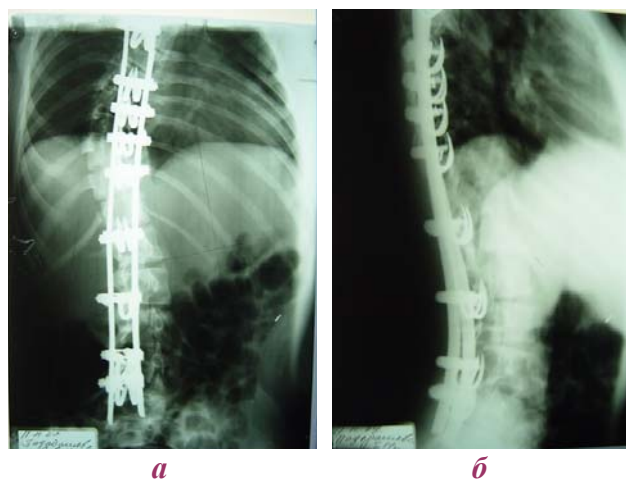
Рентгеновская картина после операции
